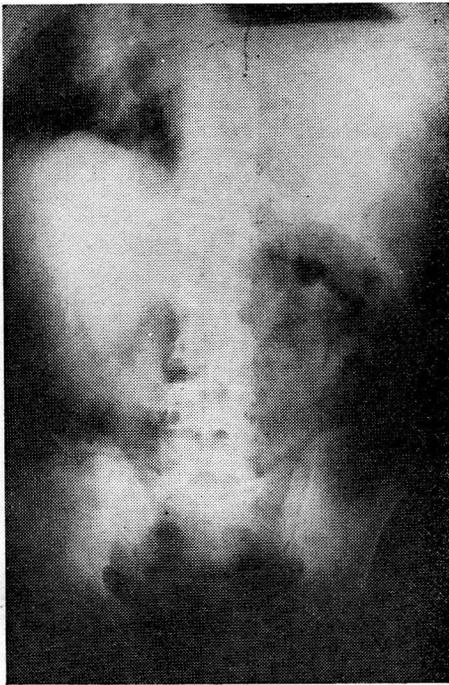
Radiografía de abdomen de pie. Se ve el nivel gástrico en el tórax y el desplazamiento cardíaco.
